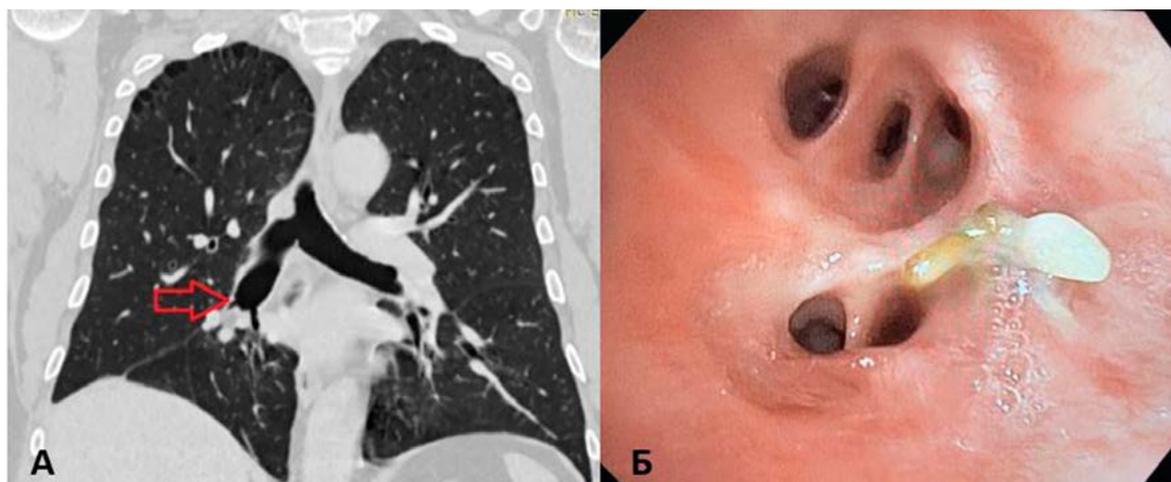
Рентгенологическая и эндоскопическая картина через 25 месяцев после операции. А — МСКТ органов грудной клетки с контрастным усилением (анастомоз указан красной стрелкой); Б — бронхоскопия через 25 месяцев после операции — признаков рецидива не выявлено
